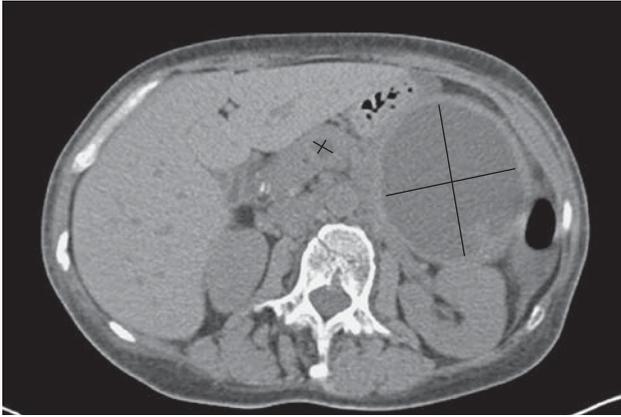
Компьютерная томограмма. Псевдокиста хвоста и тела поджелудочной железы.
